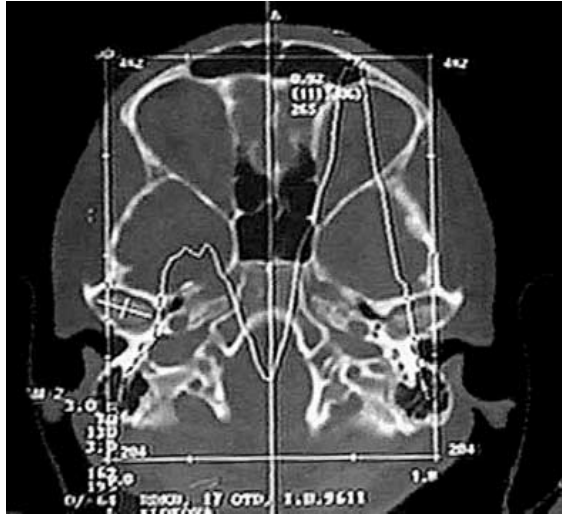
Больной П., 19 лет. Диагноз при направлении – посттравматическая энцефалопатия. На КТ выраженная асимметрия костных каналов основания черепа. Планиметрические измерения суставной головки нижней челюсти справа. Графическое определение денситометрических показателей.
